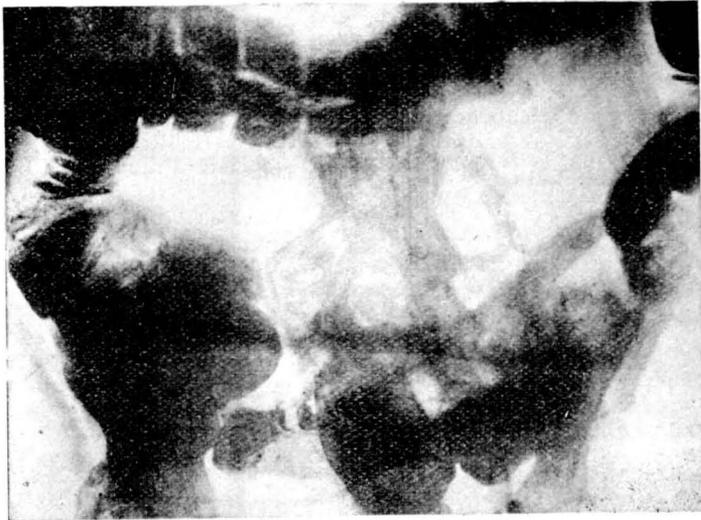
Radiografía del colon y recto
